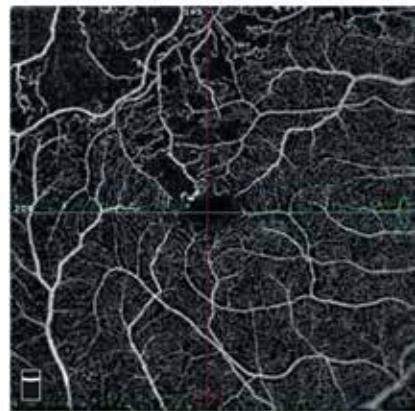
Ангио-ОКТ и ОКТ макулярной области правого глаза пациентки М. Обширные зоны капиллярной неперфузии по ходу верхне-височной ветви центральной вены сетчатки, диффузный макулярный отек, субфовеальная отслойка нейроэпителия
